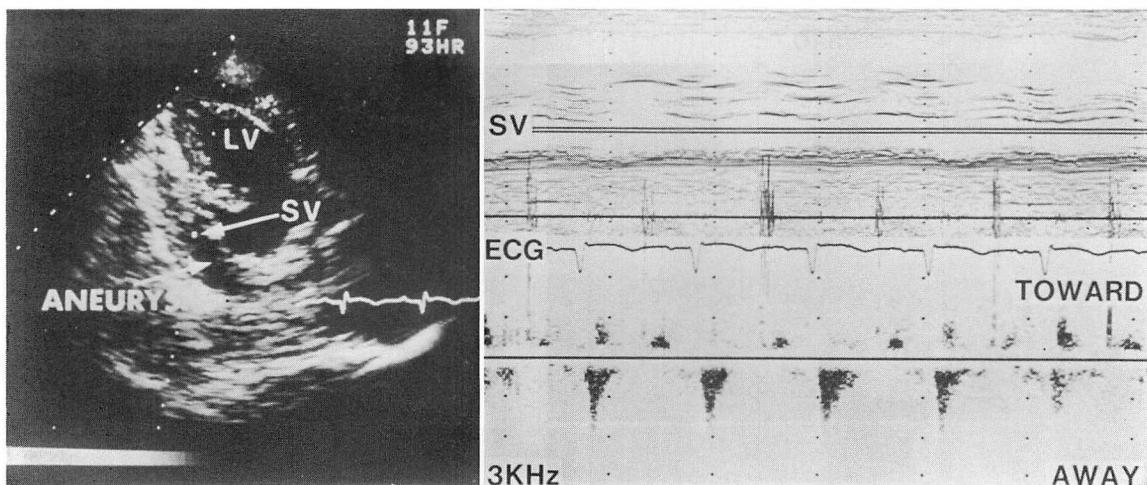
Pulsed Doppler echocardiogram.
